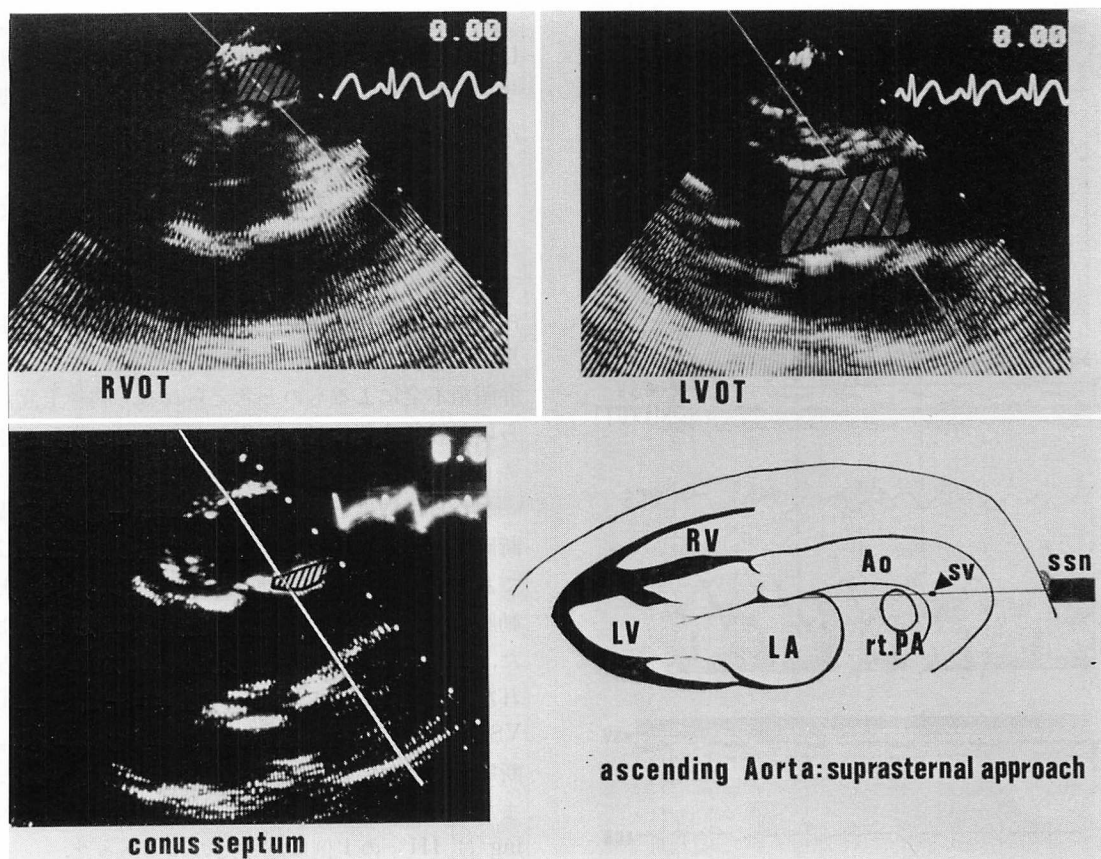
Sampling sites of the Doppler signal.
